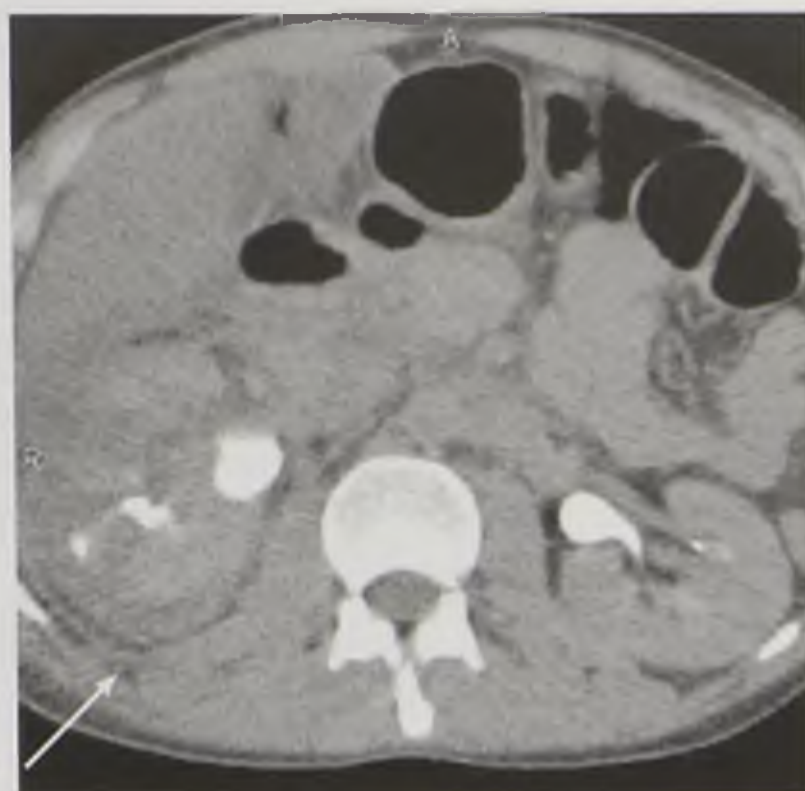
Компьютерная томограмма с контрастированием (экскреторная фаза). Разрыв правой почки с повреждением чашечно-лоханочной системы (стрелка)
